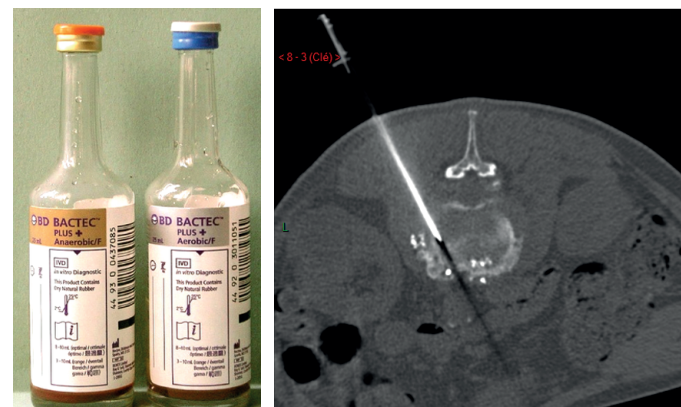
Exemple de flacons d'hémoculture. Il faut les prélever en intraveineux (2 paires) sur des sites différents. Biopsie sous CT-scan du cas présenté à droite. L'aiguille amenée au cœur du disque vise à prélever des sérosités pour culture, spontanément ou après injection de contraste discal (expliquant les opacités visibles ici sur l'image en intradiscal). Certains préconisent la réalisation additionnelle de véritables biopsies ostéo-discales.
